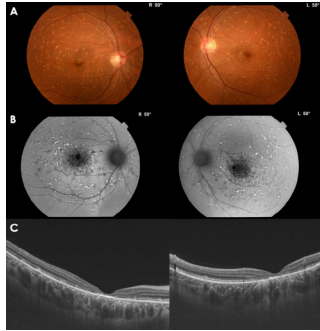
Stargardt hastası I- Sağ ve sol gözlerin fundus fotoğrafları (A) Fundus otofloresans görüntülerinde makülada otofloresans kaybı (B) Optik koherens tomografi görüntülemesinde, sağ ve sol gözde dış foveal kavite (C)
